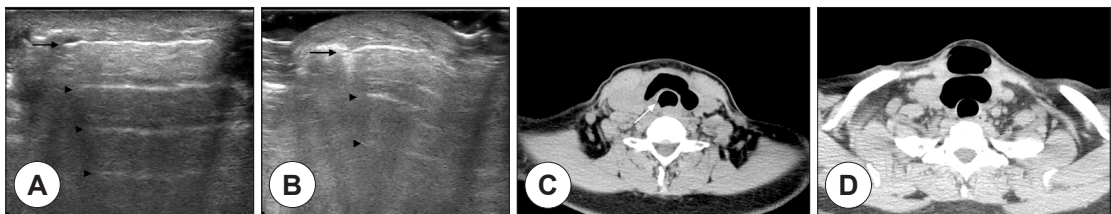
Radiologic findings. A, B: Neck ultrasonography transverse images show reverberation artifact (black arrowheads) behind the subcutaneous tissue and air interface (black arrows). C, D: Neck computed tomography (CT) images, demonstrating subcutaneous emphysema and suspicious tracheal leakage point (white arrow).
